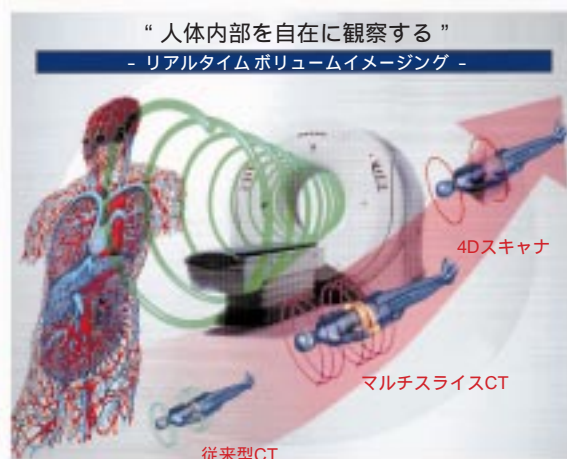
CTスキャナの近未来ビジョン “人体内部を自在に観察する”を目指し,シングルスライスから,マルチスライスCT,四次元スキャナへと展開する。
